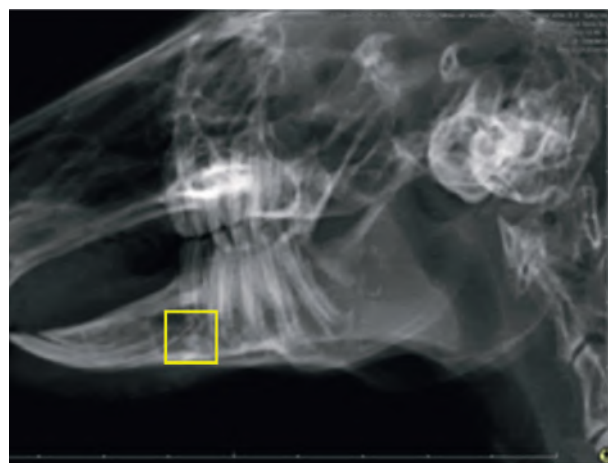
Radiograph of the rabbit mandible 14 days after injury and filling the defect with OCP-N material. Lateral projection. The area of augmentation is highlighted in yellow.
